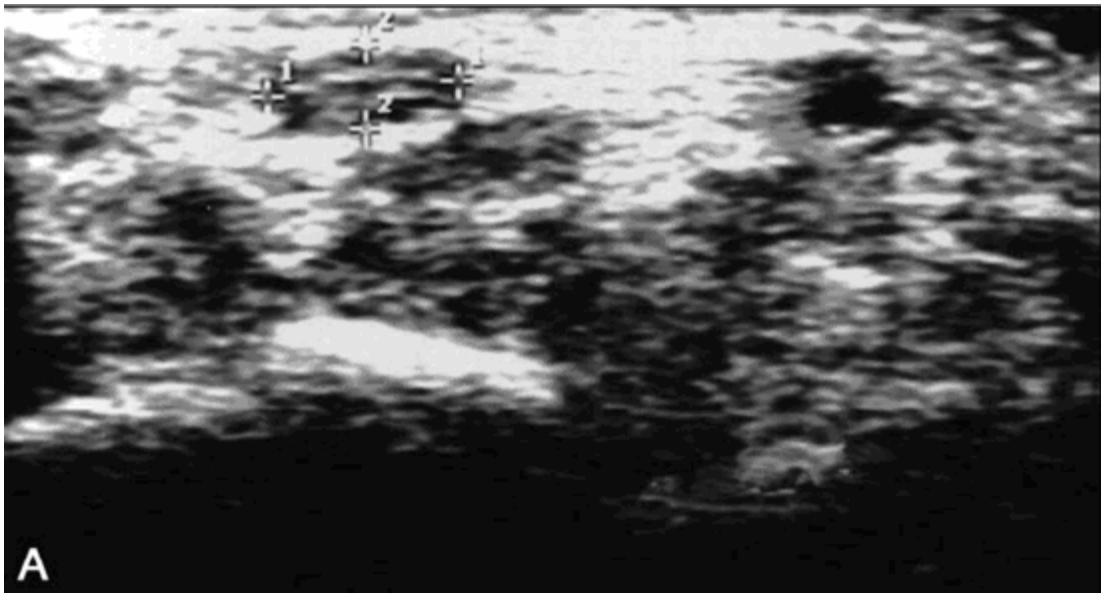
Examen transversal du poignet par échographie montrant un élargissement du nerf médian (flèches) [85].
